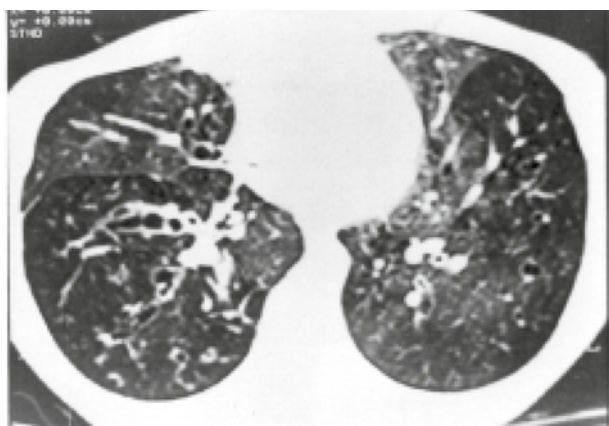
КТ ОГК: двухсторонний симптом «перламутровой нити» (string of pearls), характеризующий центральное расположение БЭ
